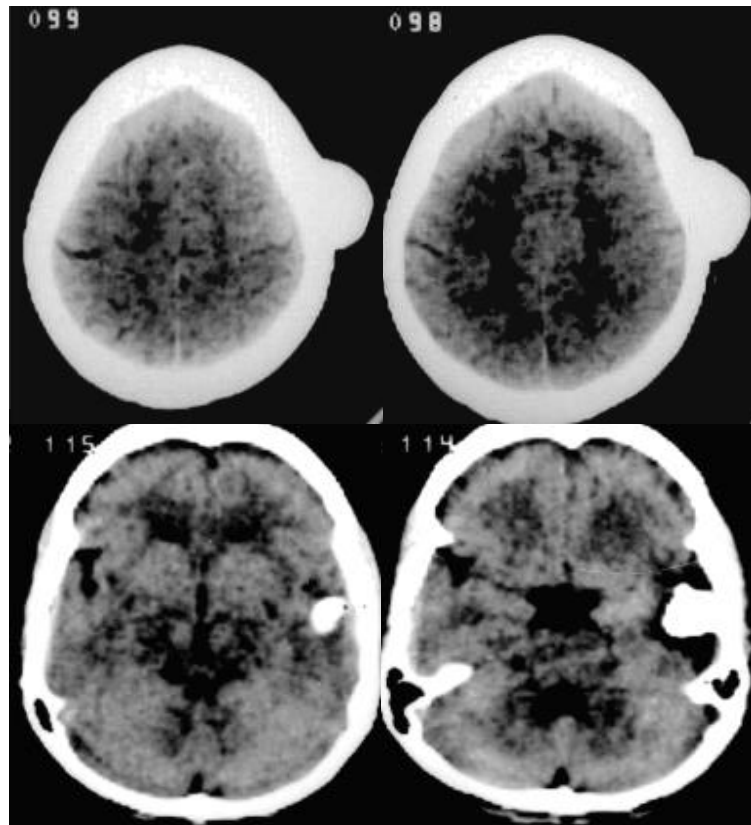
Компактні остеоми черепа. КТ у аксіальній площині демонструють зовнішню та внутрішню остеоми.
